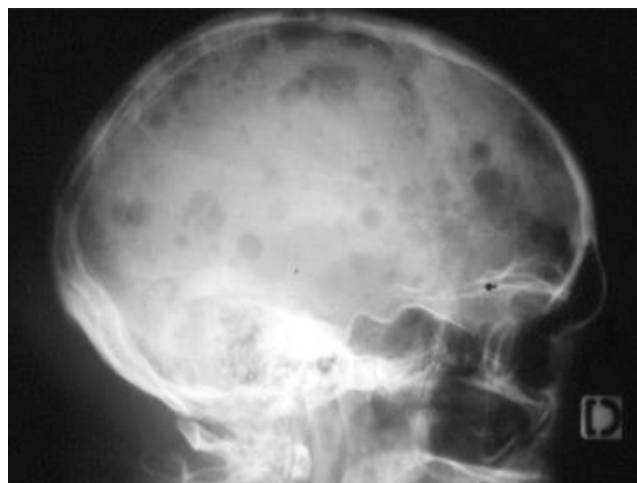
lacunes multiples à l' "emporte-pièce" du crâne observées en radiographie (15)
